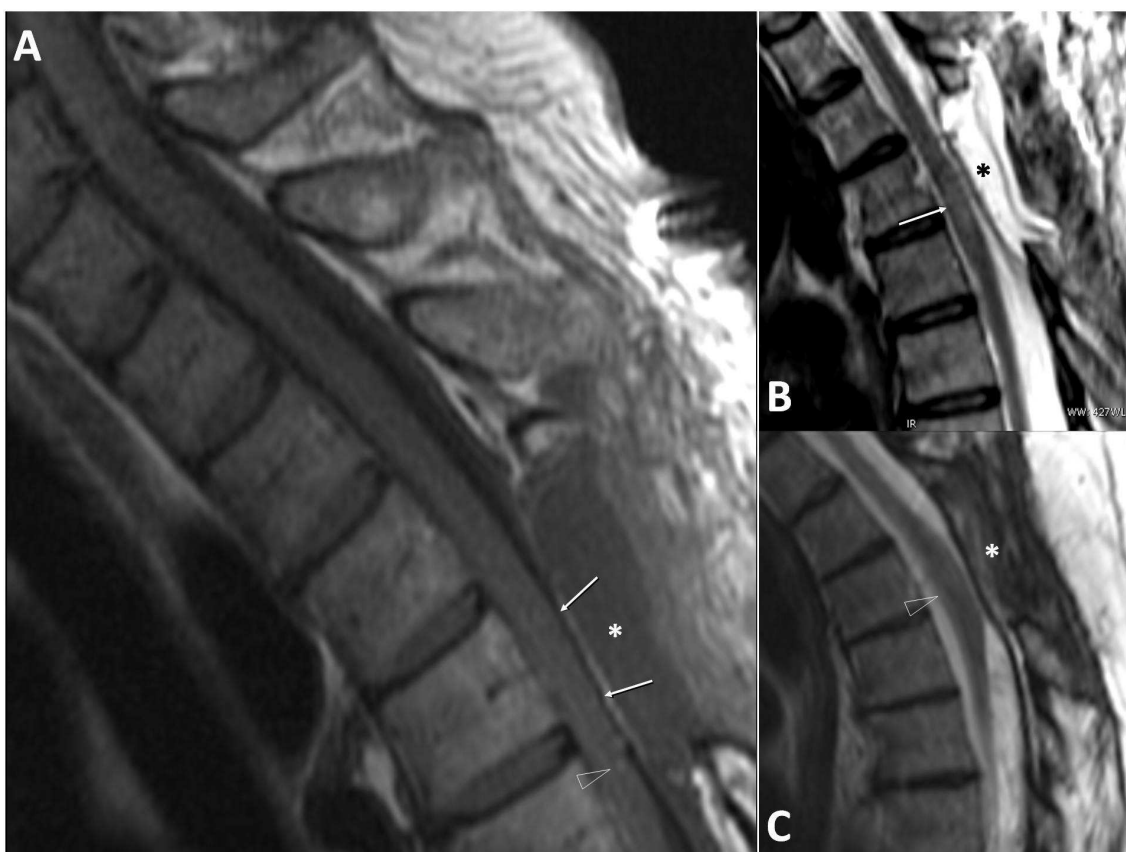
Resonancia nuclear magnética
